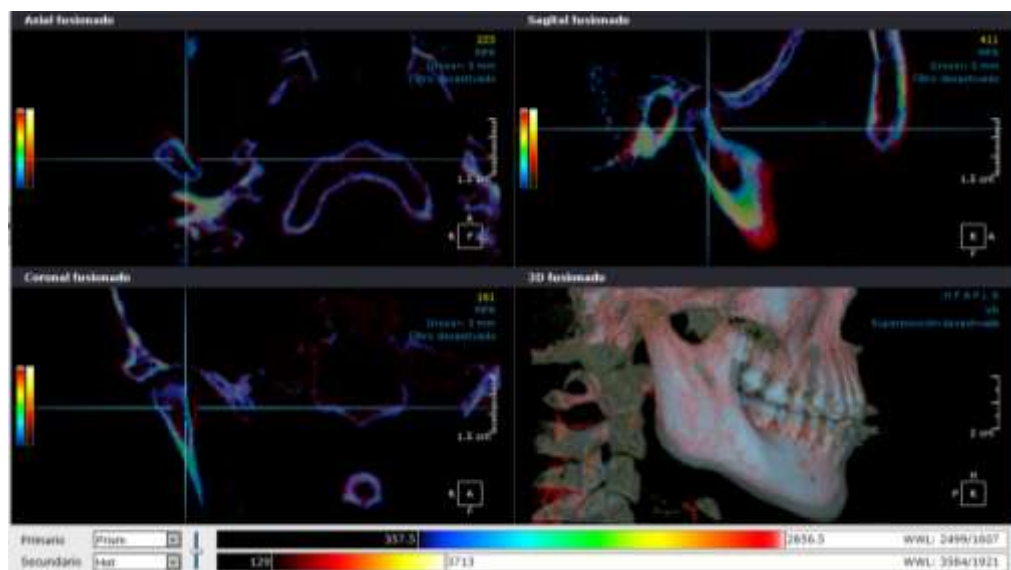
Contraste de color azul para la tomografía pretatameinto y rojo para la tomografía postratamiento, en los cortes axial, sagital, coronal de la imagen fusionada.
